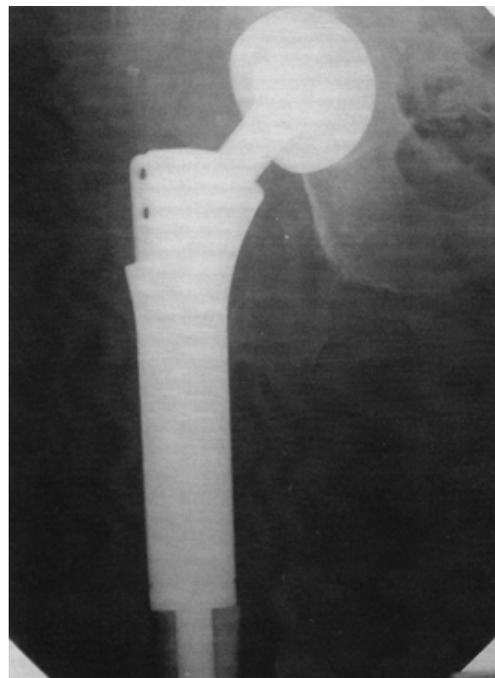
Рентгенограмма правого тазобедренного сустава после операции
